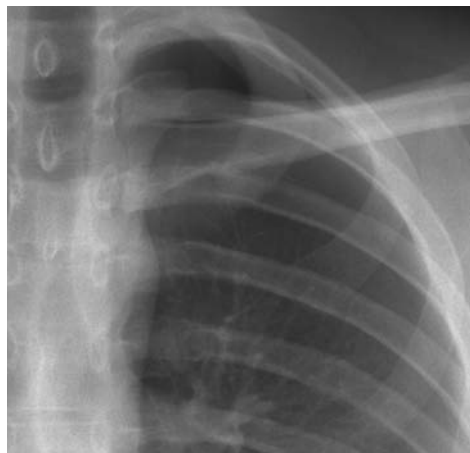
Detalle del vértice pulmonar izquierdo en una radiografía P-A de tórax de un paciente con un neumotórax izquierdo parcial, donde se aprecia imagen compatible con bulla apical.
